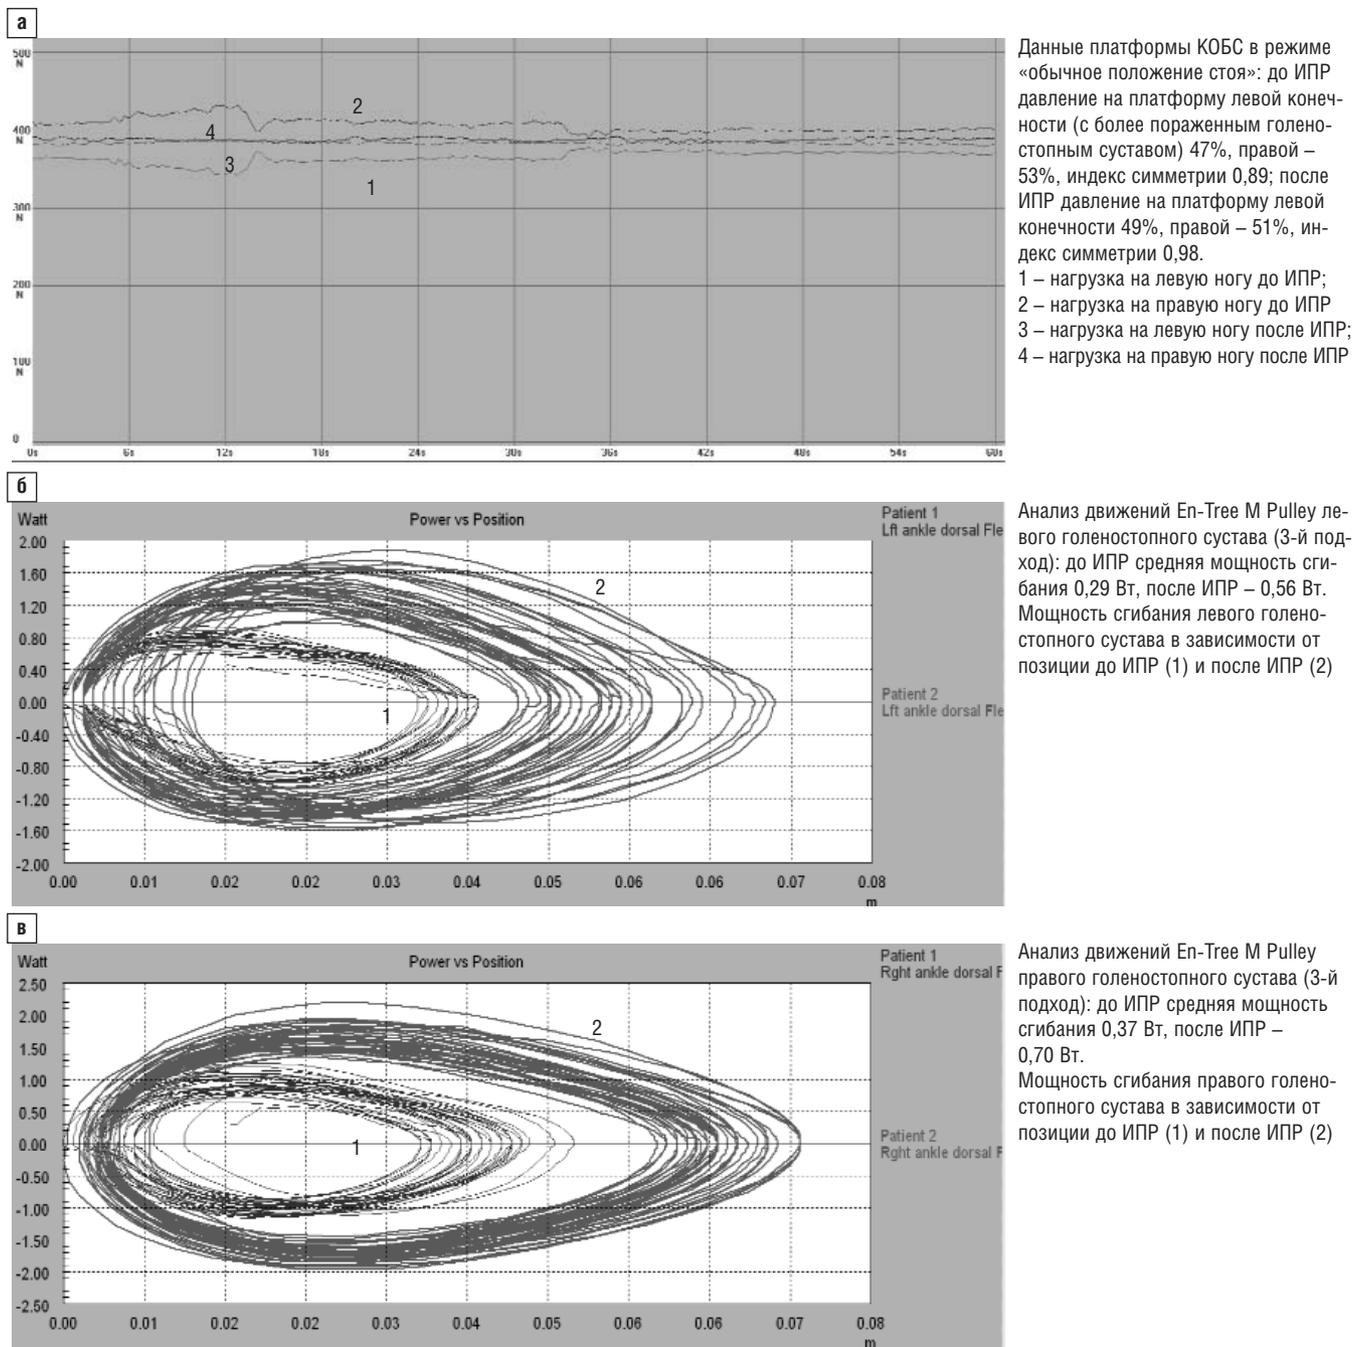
Больной К., 38 лет. Диагноз: ревматоидный артрит, серопозитивный, ранняя стадия, активность средняя (DAS 28=4,79), с внесуставными проявлениями (ревматоидные узелки), эрозивный (II рентгенологическая стадия), АЦЦП+, II функциональный класс. Осложнения: вторичный остеопороз. Медикаментозная терапия: метотрексат 10 мг в неделю, ацеклофенак 200 мг в сутки, алендронат 70 мг в неделю, кальций 1000 мг в сутки и колекальциферол 400 МЕ в сутки
